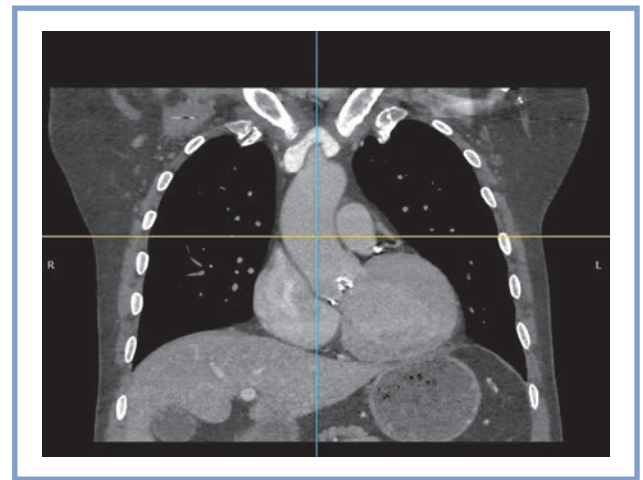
МСКТ-аортограмма: выраженный кальциноз трехстворчатого аортального клапана.
